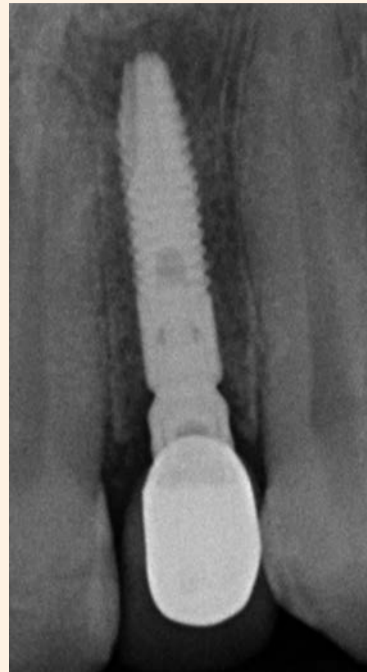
Controllo radiografico a un mese.
